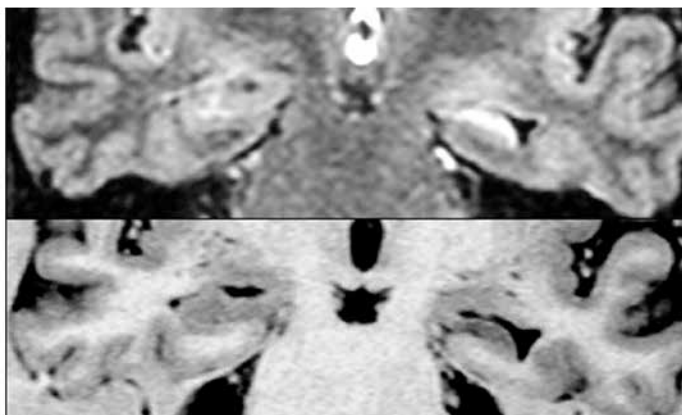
En la parte superior de la figura, se muestra secuencia coronal en FLAIR, con hiperseñal en hipocampo izquierdo. En la parte inferior, la secuencia coronal en IR muestra la reducción de volumen y pérdida de la estructura interna del hipocampo izquierdo, encontrándose verticalización en relación al derecho. Los resultados en este caso son compatibles con esclerosis del hipocampo izquierdo.
